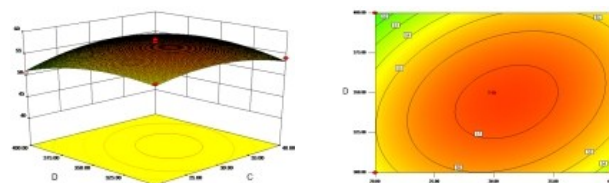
Response surface and contour plots of the interactive effects of extraction time and ultrasonic power on total triterpenes extraction
